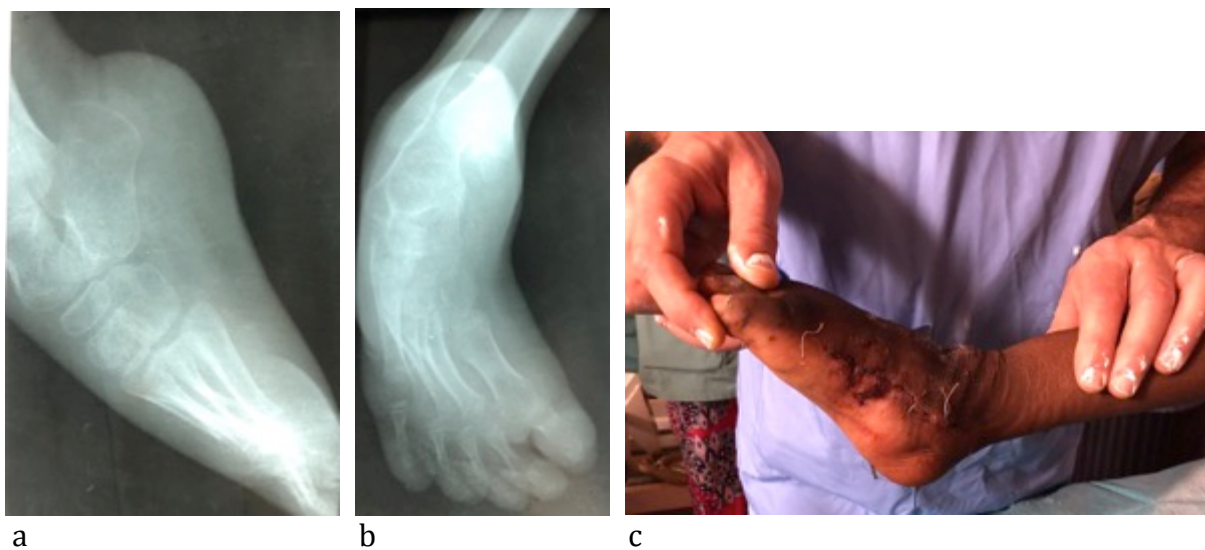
Pied creux équin paralytique chez un garçon de 8 ans traité par libération plantaire puis correction progressive par plâtres successifs; radiographies pré-opératoires (a et b) et résultat clinique post-opératoire immédiat (c).
